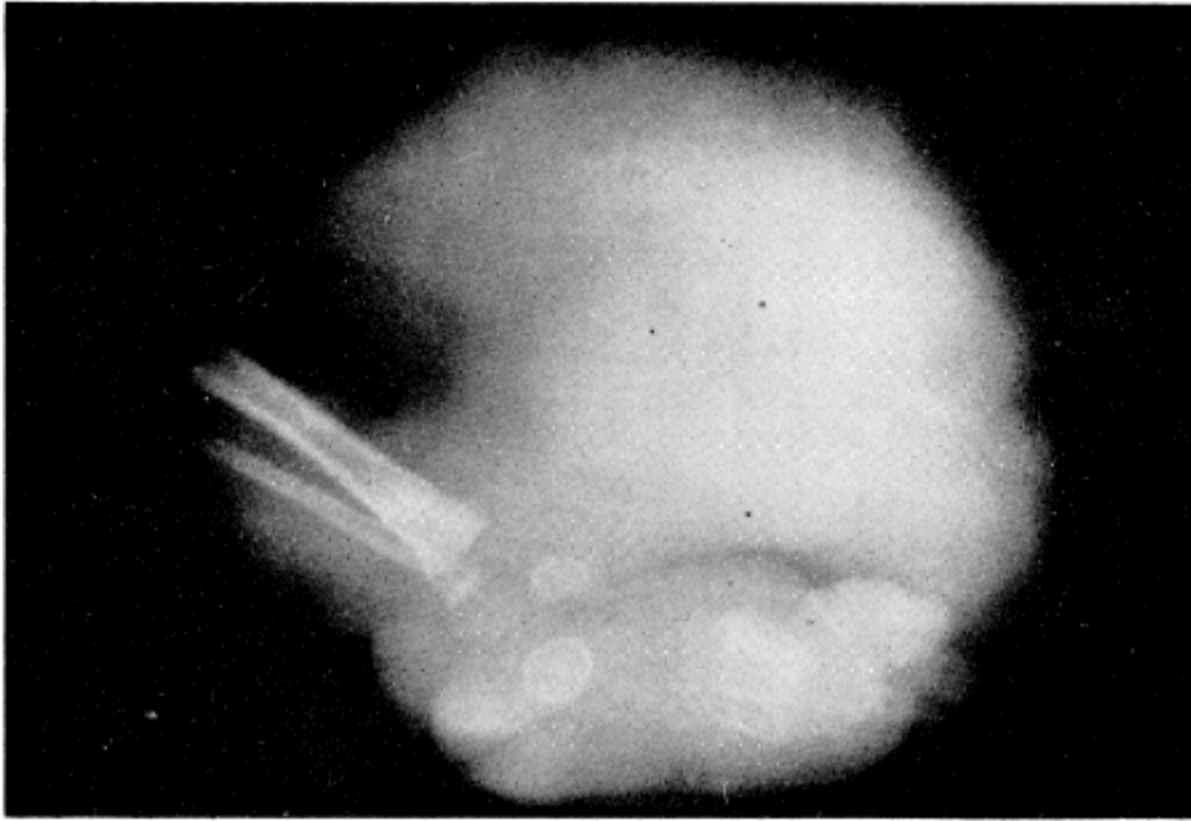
Roentgenogram of left leg and foot showing soft tissue mass without calcified foci or bony destruction.
